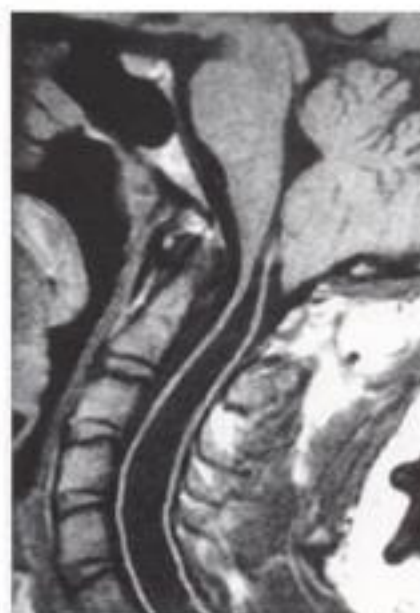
Cavité communicante sur Chiari I. IRM coupe sagittale en pondération T1. Ectopie tonsillaire au foramen magnum. Canal cervical large. Moelle de gros diamètre. Cavité apparemment communicante avec le V4.
